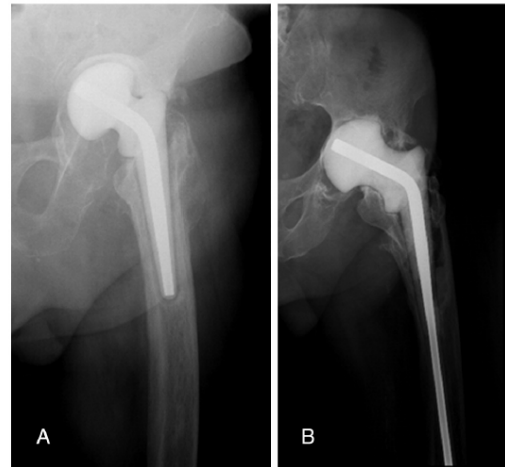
(A) The radiograph shows a protrusion acetabuli in a patient that carried out the spacer fourteen months. (B) This radiograph of a patient who carried out the spacer seventy five months shows a protrusion acetabuli; note the acetabular erosion of the medial wall.
